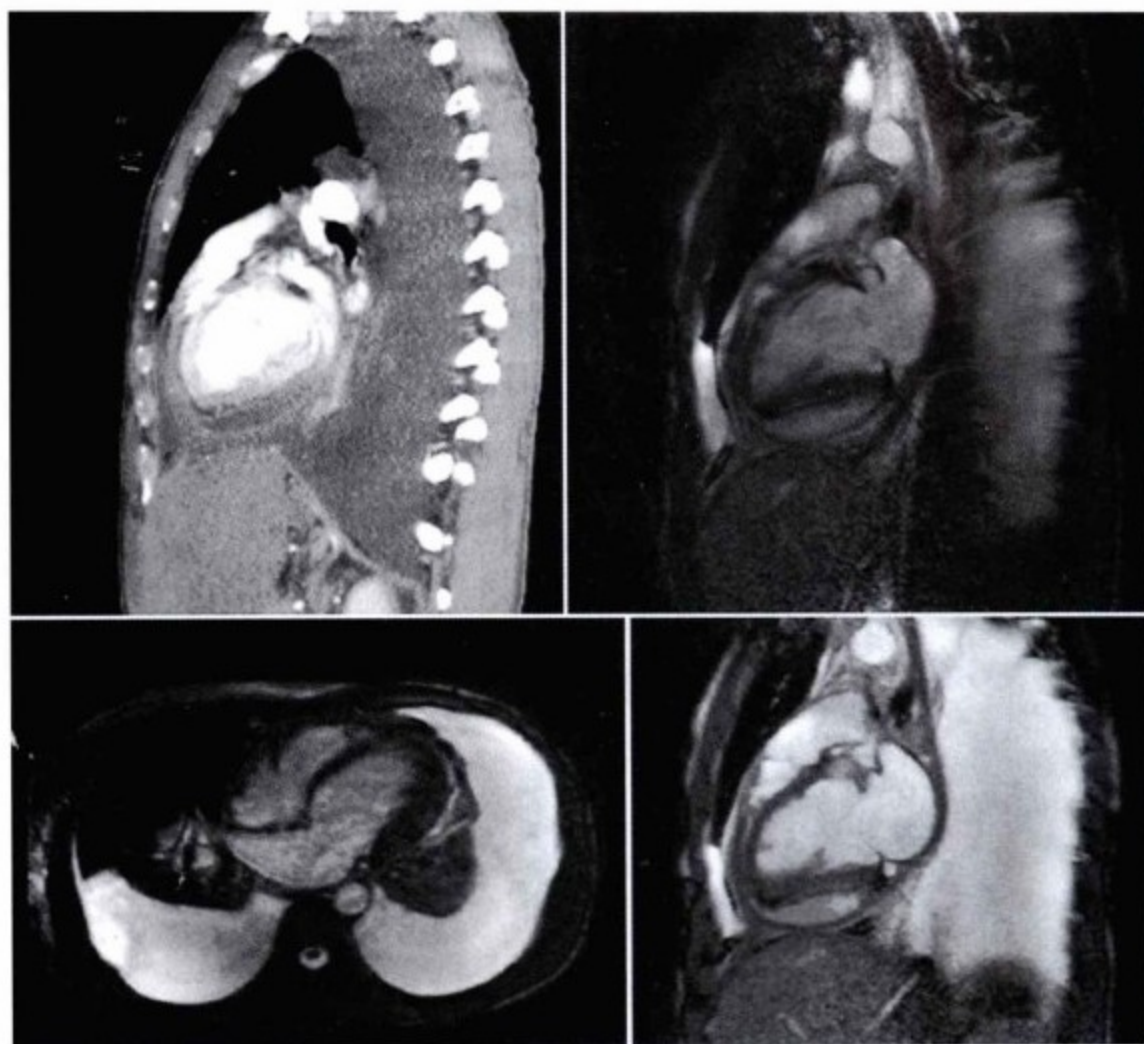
CMR、CT 和 CMR 心尖切面。左上图:增强 CT,右上图和下图:CMR-SSFP 序列。对于心膈面的心包积液,磁共振表现为高信号,与周围组织形成鲜明对比,显示清楚了;相比之下,CT 显示能力有限。
